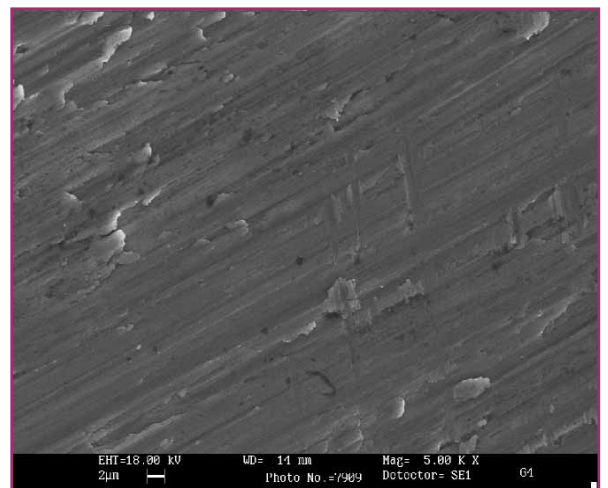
G4CT, Diodo 2W in CW 15 sec. a contatto senza acqua SEM: 5000x.
